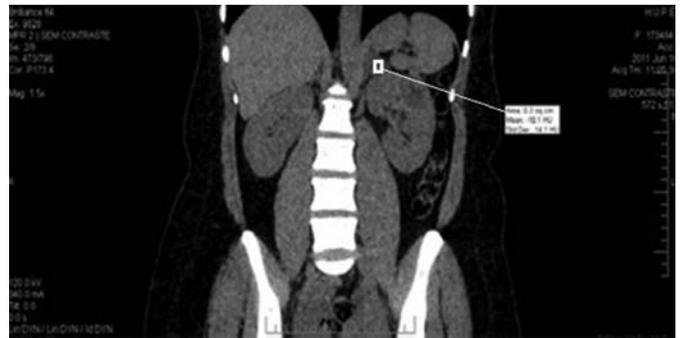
Tomografia de abdômen em corte coronal, mostrando imagem nodular hipodensa em adrenal esquerda, medindo 2,8 x 2,0 cm, sugestiva de adenoma (sinalizado em branco).
